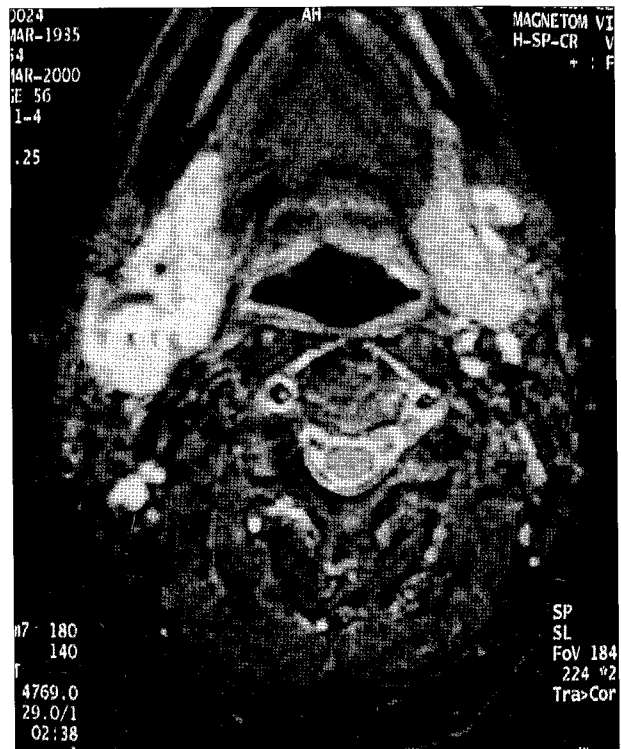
Patient 6, MRI showing lesions in both right parotid gland and right submandibular gland.
